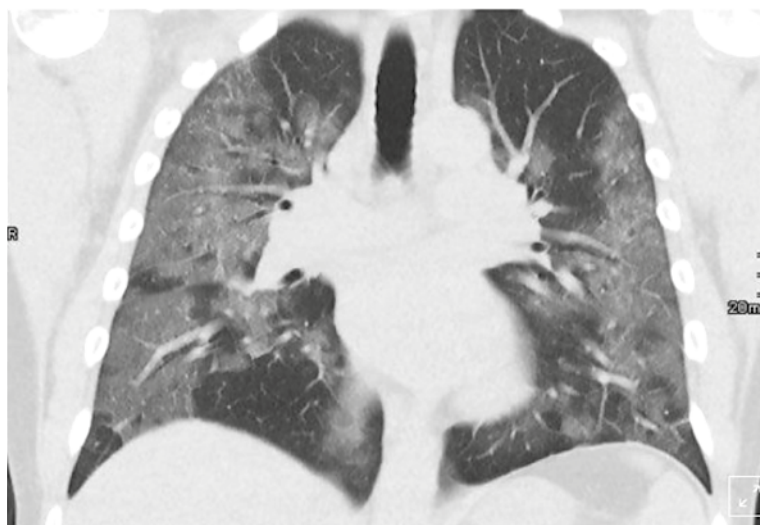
Рентгенологические изменения в легких у пациента, 48 лет (пульмонологическая клиника в Германии, The Bethanien Hospital lung clinic, Moers, Germany)
